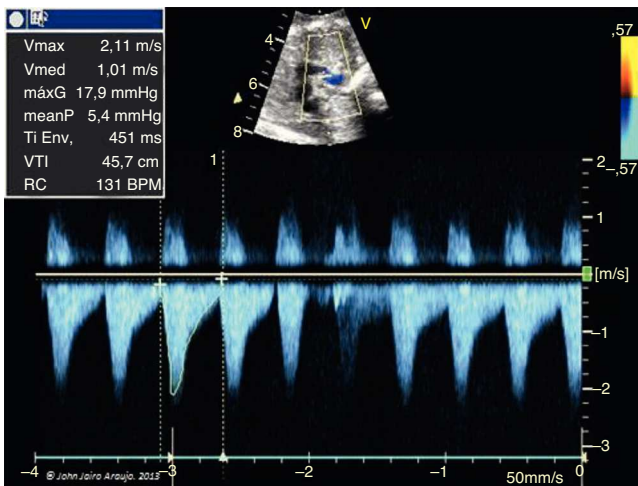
Corte de los tres vasos. Doppler pulsado a nivel del conducto arterioso, con velocidad intraductal de 2,1 m/s y cálculo de gradiente intraductal de 18 mm Hg.
